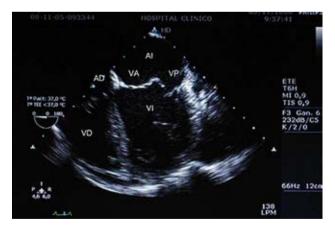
Ecocardiograma transesofágico. Imagen de prolapso de velo anterior de válvula mitral en aurícula izquierda.
